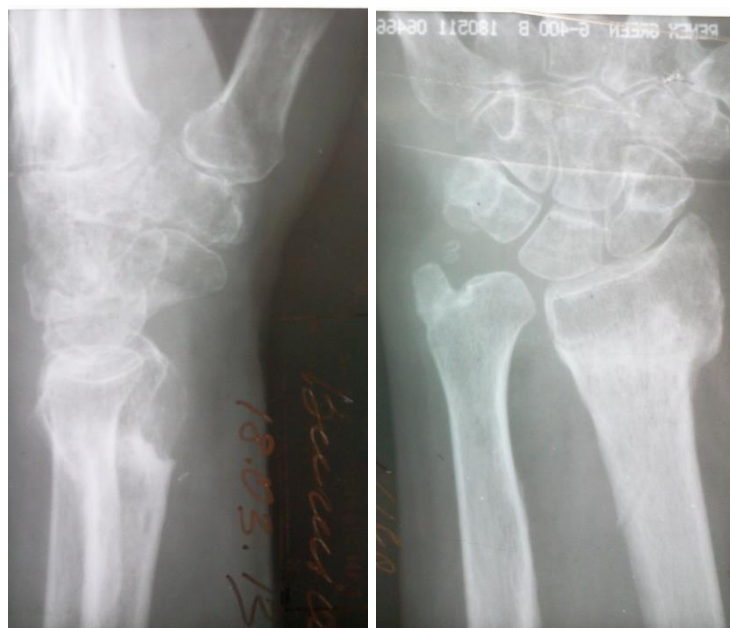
Radiografia articulației pumnului în 2 incidențe după o fractură consolidată de os radial distal
